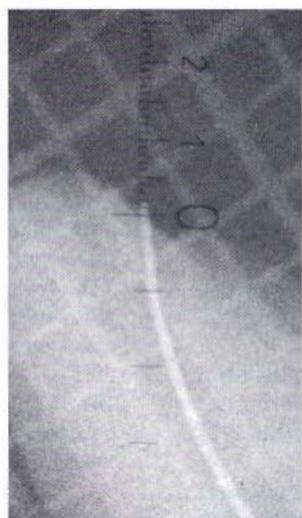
La seconda proiezione mostra lo strumento esattamente al termine radiografico del canale.
